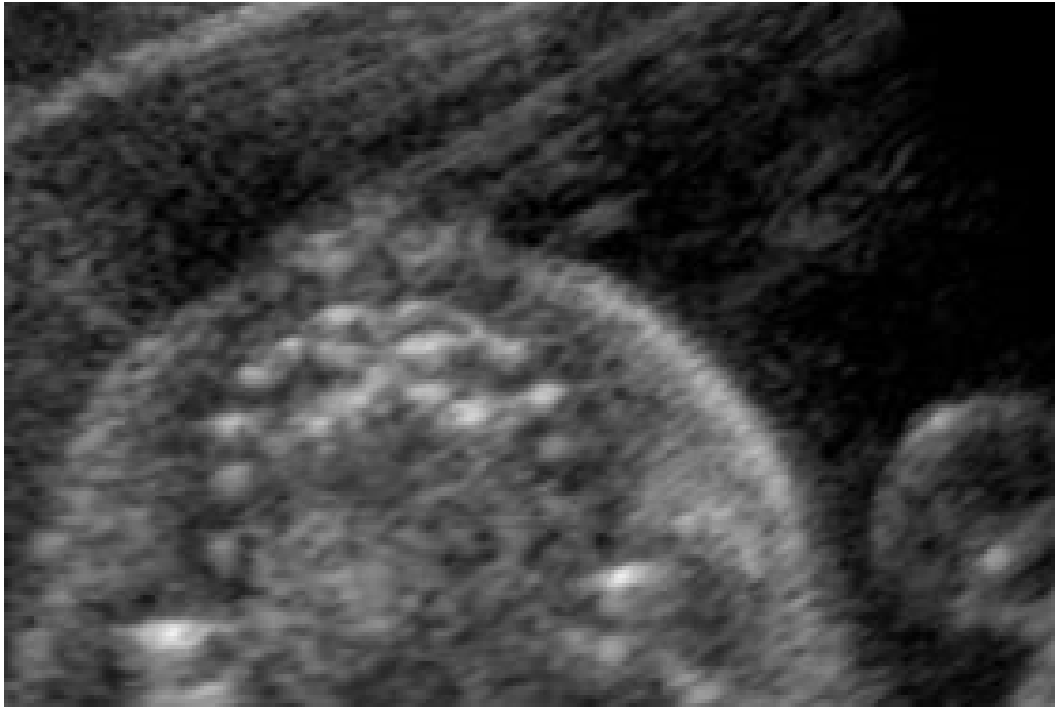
Aspect échographique d'une arcade dentaire normale [58]
